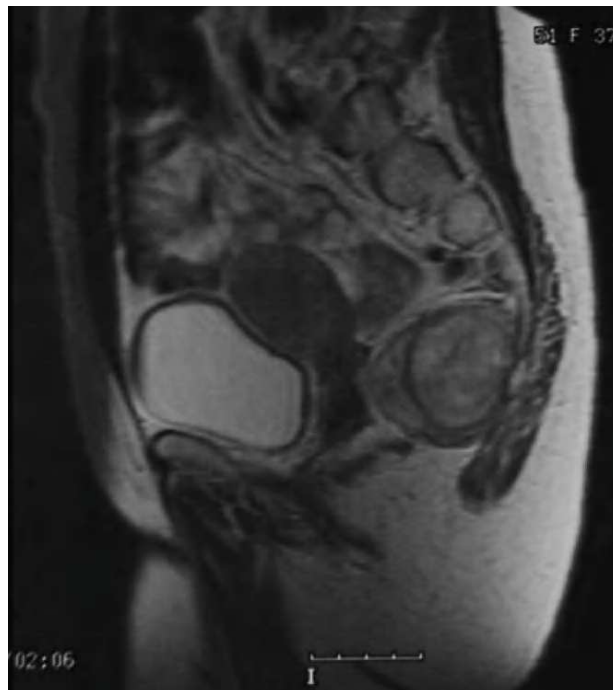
Resonancia magnética pélvica.
